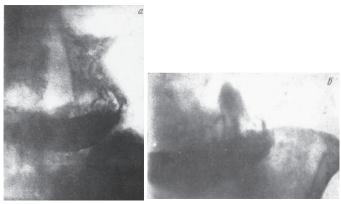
Рентгенограммы желудка исследуемой Ч. a – в бодрственном состоянии; б – в спокойном внушенном сне.
